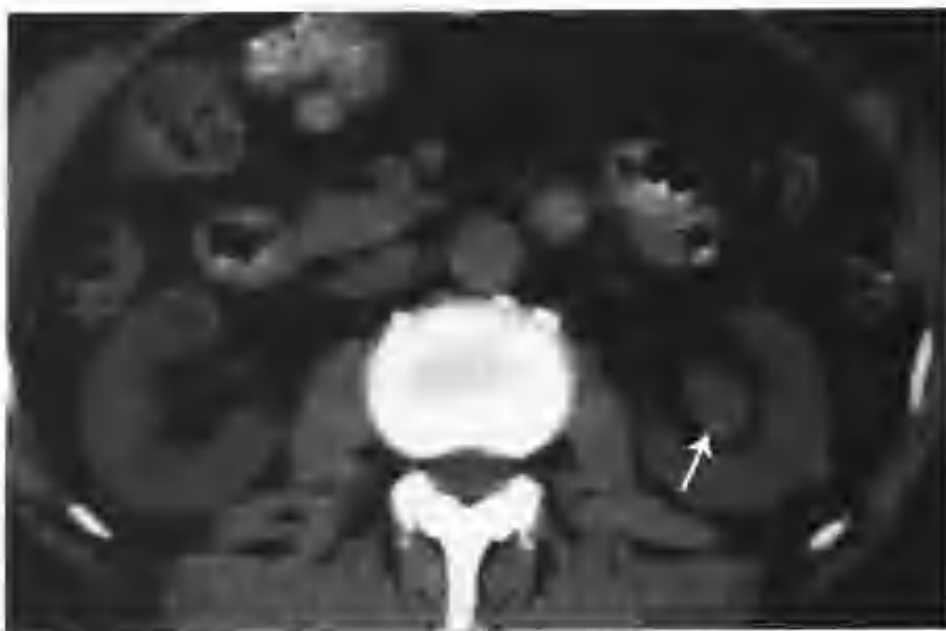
左肾盂移行细胞癌 II 级 (CT 平扫见左肾盂有软组织结节影，等密度，CT 值 34HU (箭头))
